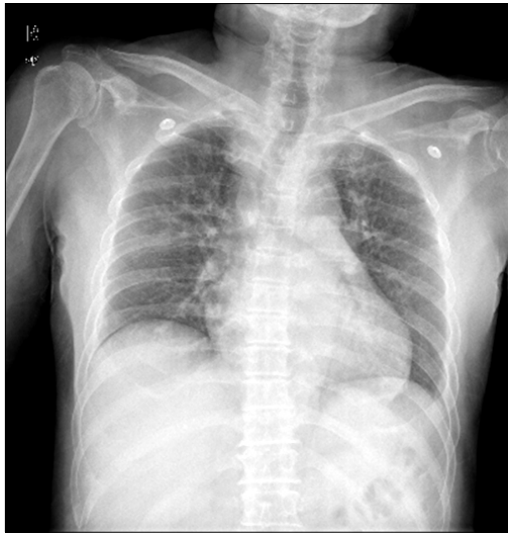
Initial simple chest radiography shows cardiomegaly.
